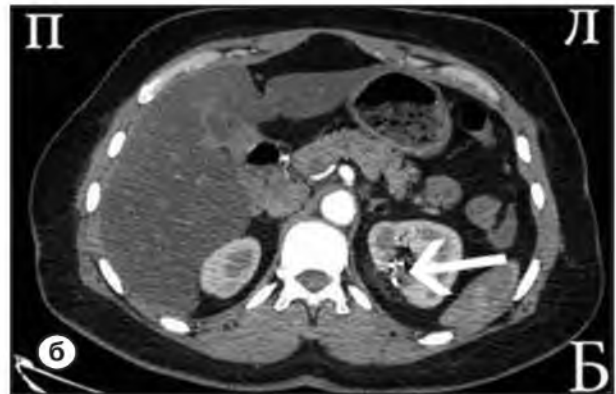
МСКТ брюшной полости и забрюшинного пространства через 12 месяцев после эмболизации АМП левой почки
